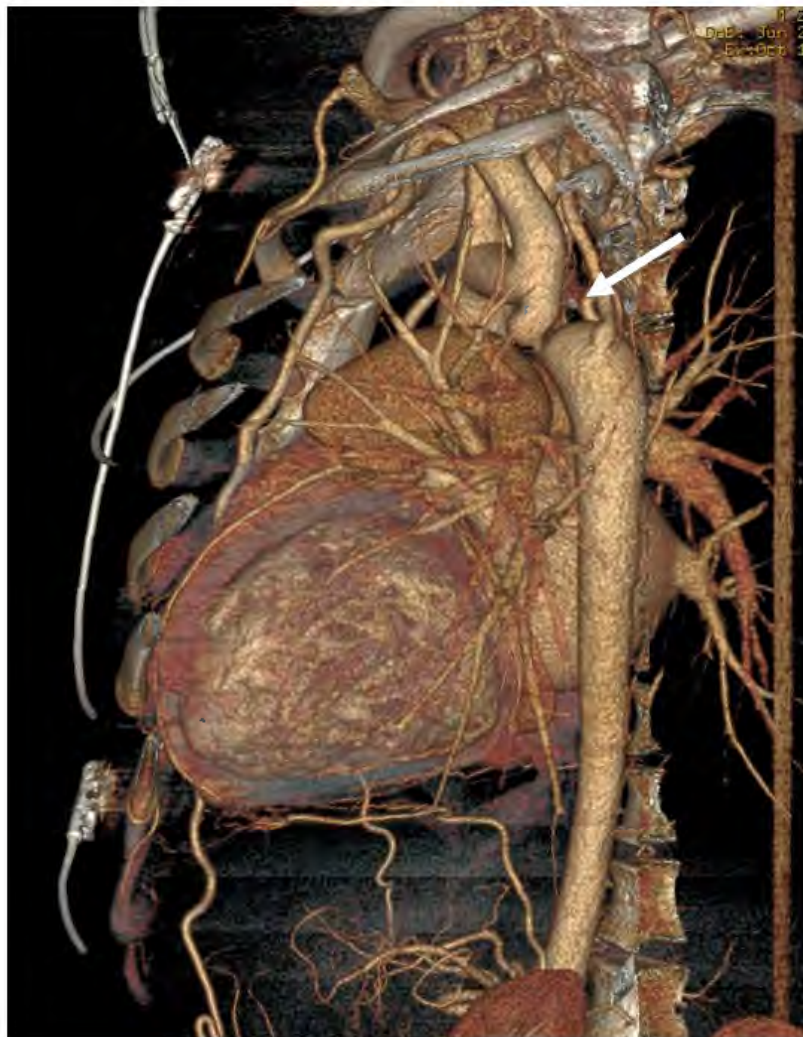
Компьютерная томография аорты до вмешательства (3D реконструкция) (стрелкой обозначена коарктация аорты)
